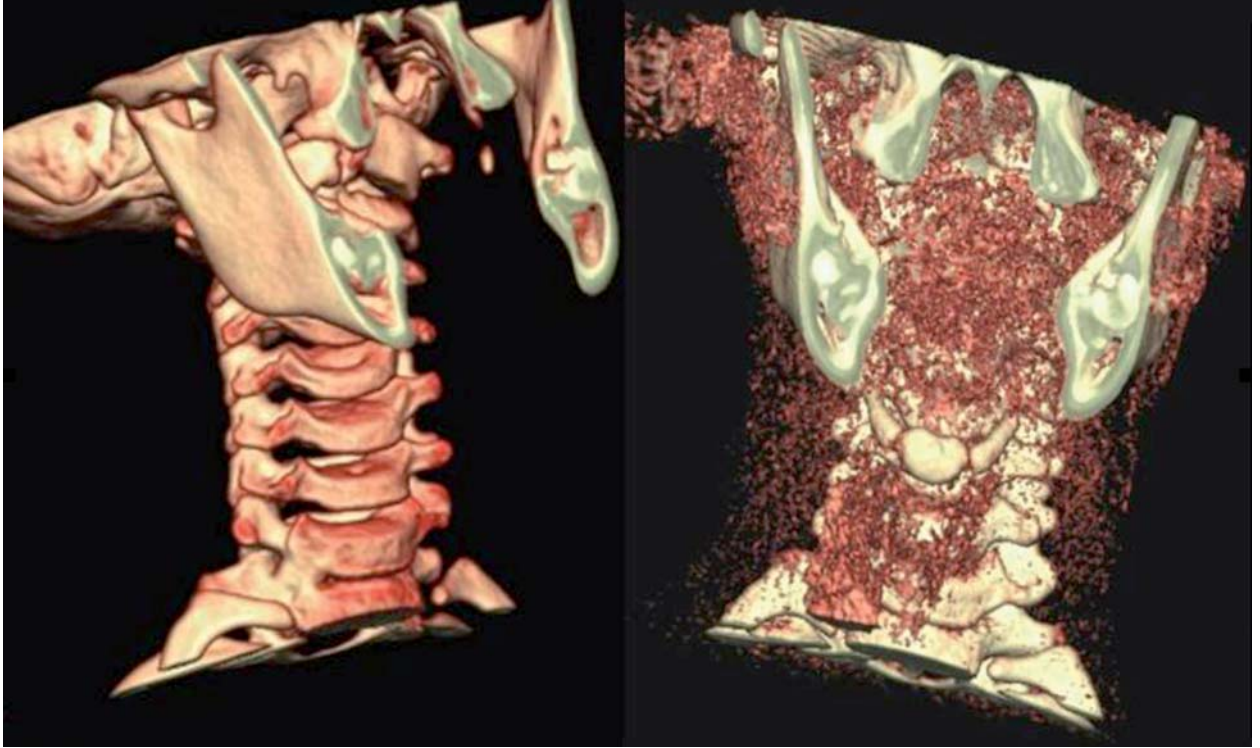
Reconstrucción tridimensional del TAC cervical.
